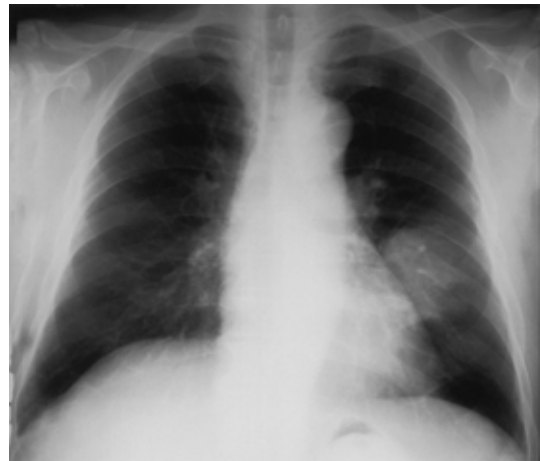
Chest X-ray shows a mass 76 × 65 mm in size in the left lower lung field.
